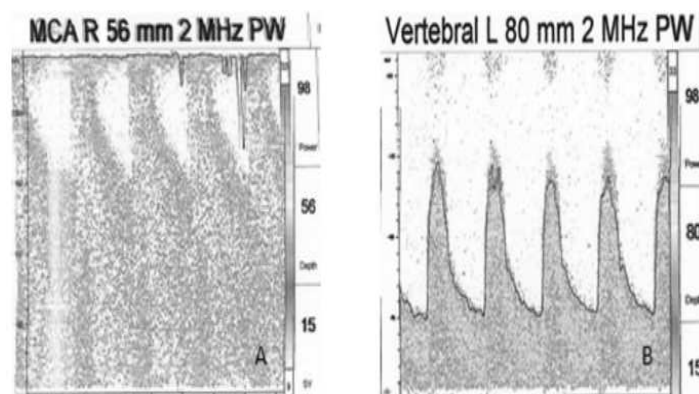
Doppler Transcraniano realizado no dia 24/11 revelando vasoespasm ao nível da Artéria Cerebral Média Direita (A) e da Artéria Vertebral Esquerda (B).
